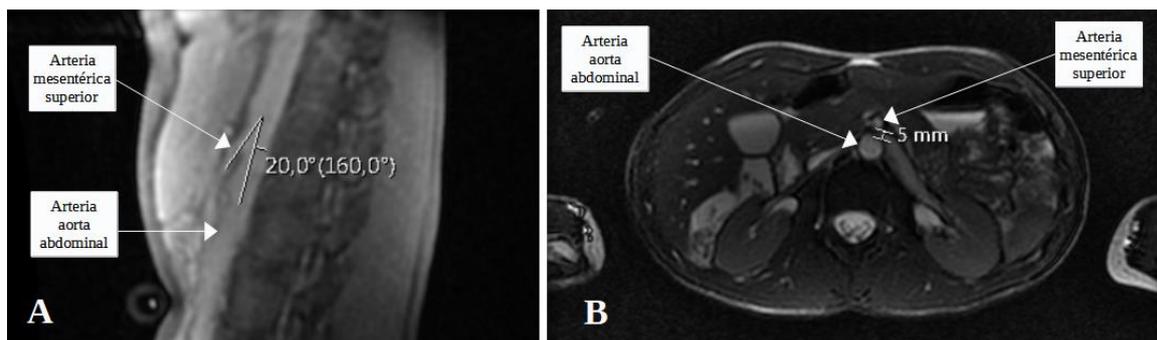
Angio-RMN abdominal.
